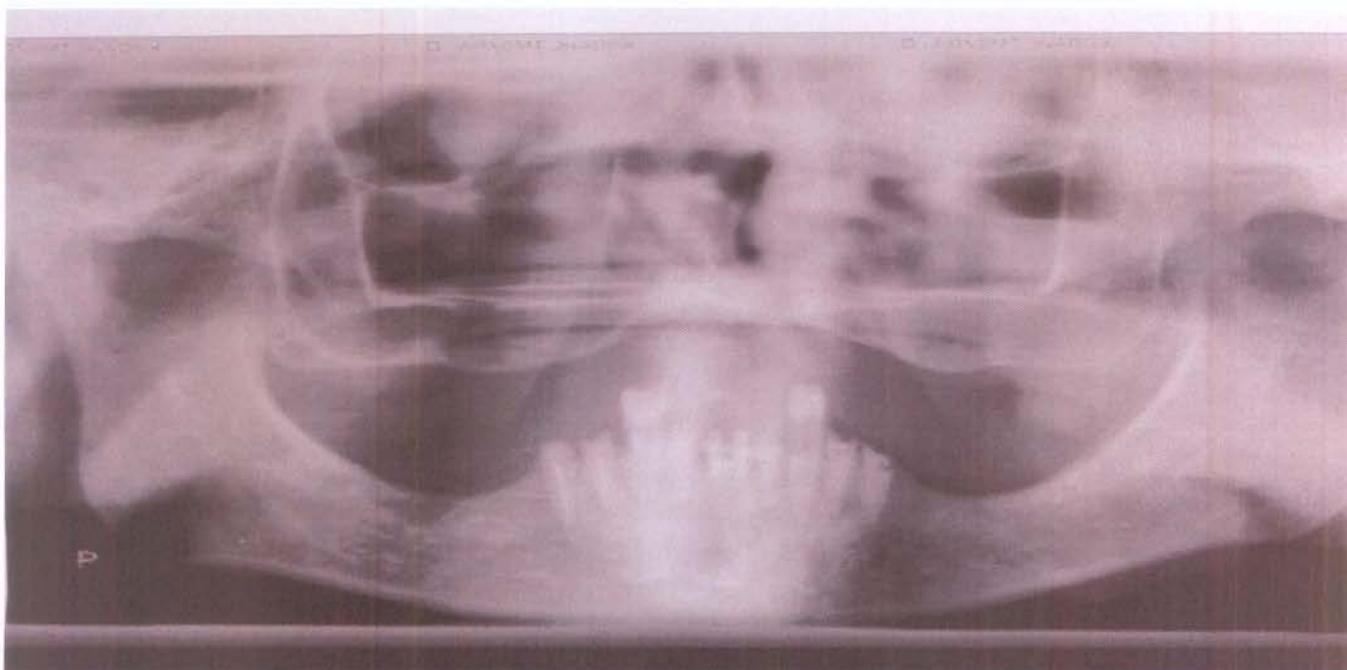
radiografia panorâmica realizada durante tratamento odontológico pós RXT, mostrando ausência de todos os dentes superiores e molares inferiores, além da grande destruição coronária dos elementos remanescentes. Apenas os caninos apresentavam remanescente coronário.
